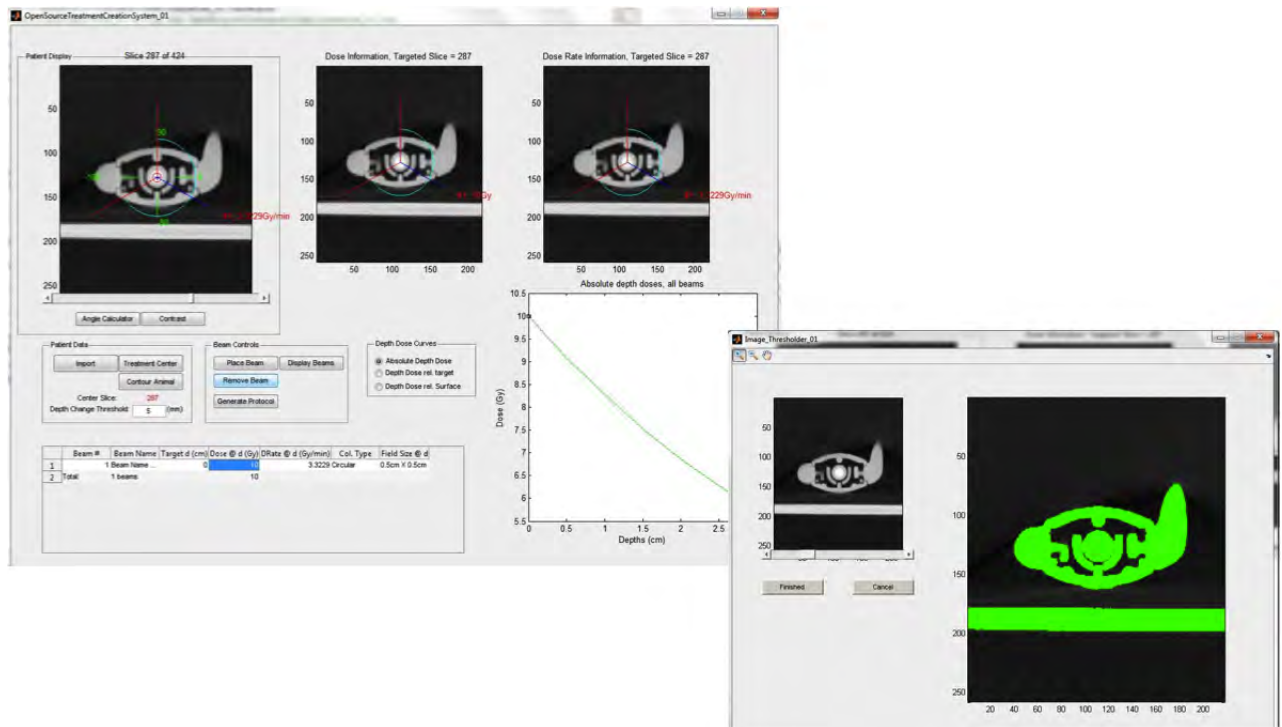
Le logiciel de planification du traitement fourni avec le XRAD225Cx. A gauche : la définition de la cible et des faisceaux à partir de l’image CT. A droite : le seuillage de l’image pour le calcul de la profondeur moyenne de la cible.
